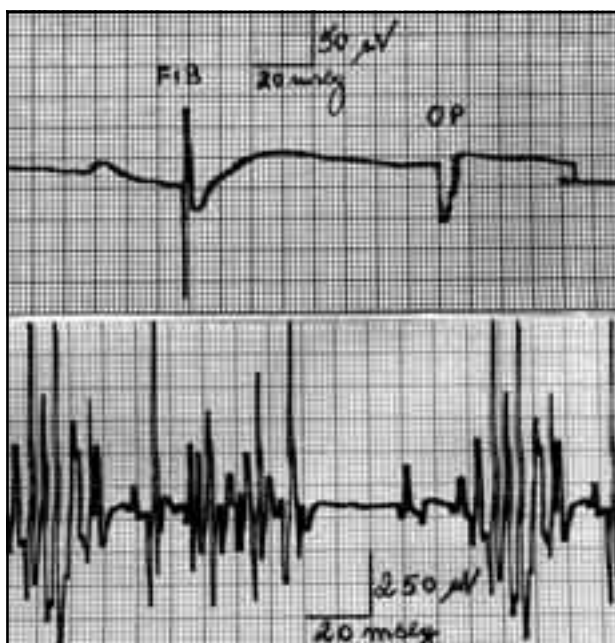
Mielite transversa torácica por *Schistosoma mansoni* em um homem de 34 anos de idade\*. A – Eletromiografia da musculatura paravertebral lombossacral (L5 S1). Notar sinais de desnervação representados por potenciais de fibrilações e ondas positivas, indicativo de radiculopatia associada. B – Eletromiografia do músculo tibial anterior durante contração moderada mostrando potenciais polifásicos longos indicativo de lesão neuropática. O estudo da velocidade de condução motora e sensitiva, normal neste paciente, sinalizou comprometimento em nível radicular lombar. FIB, fibrilação; OP, onda positiva.\* Corresponde à imagem por ressonância magnética da Figura 3.
